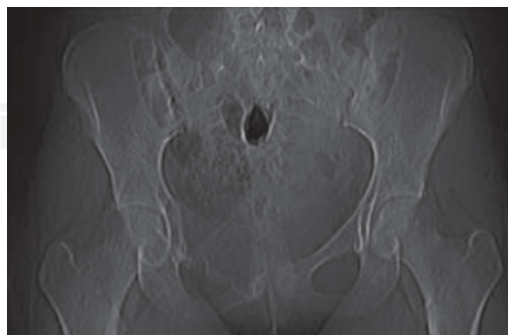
Radiografía anteroposterior de pelvis con lesión lítica de isquion derecho.
